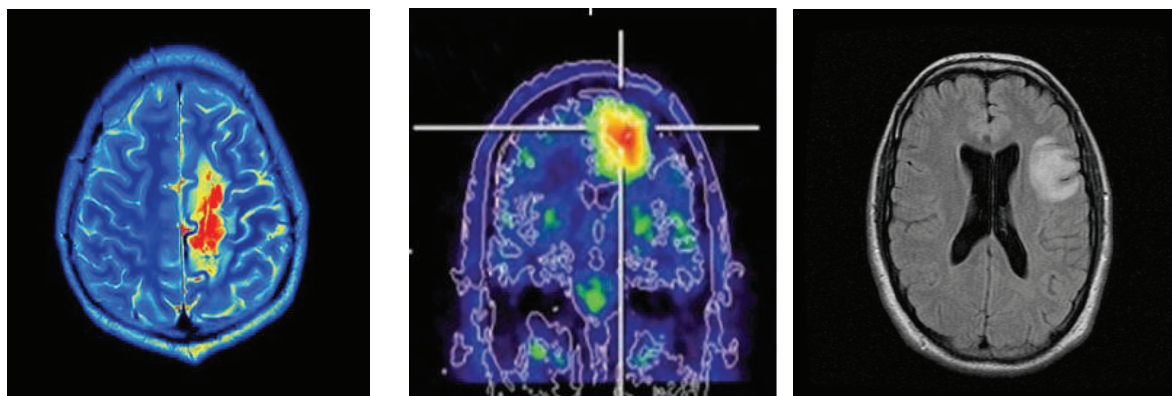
Больной Н. 32 года. ПЭТ – исследование головного мозга. Глиобластома..
